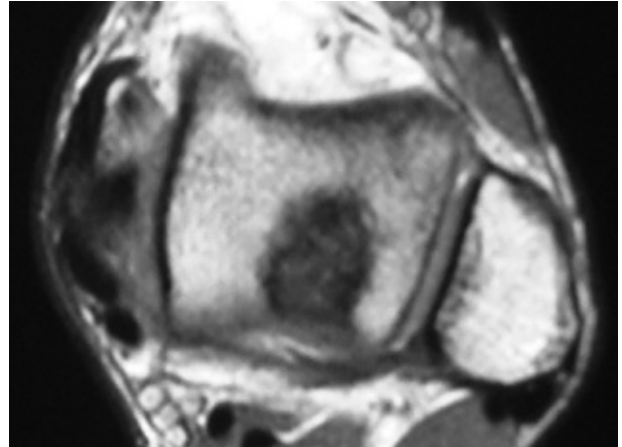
Resonancia magnética nuclear del pre-operatorio.
